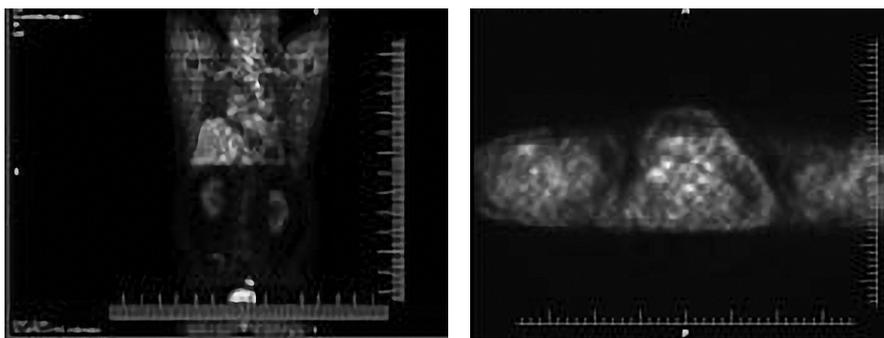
ПЭТ/КТ с ФДГ всего тела больного Б. от 09.02.2015 г. – признаков накопления РФП не обнаружено
